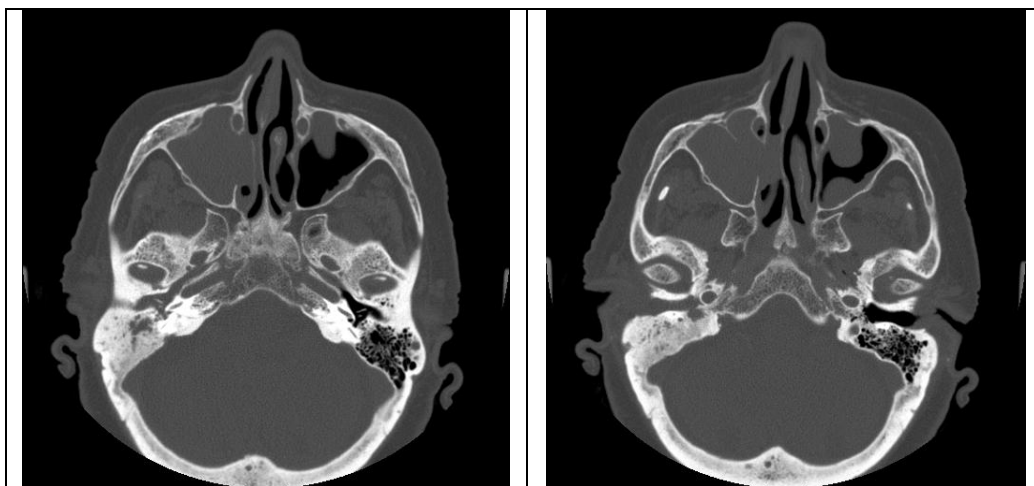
КТ – околоносовых пазух и височной кости. Костные стенки пазух и слуховой трубы сохранены, отмечается отсутствие пневматизации правой верхнечелюстной пазухи, слуховой трубы и височной кости
